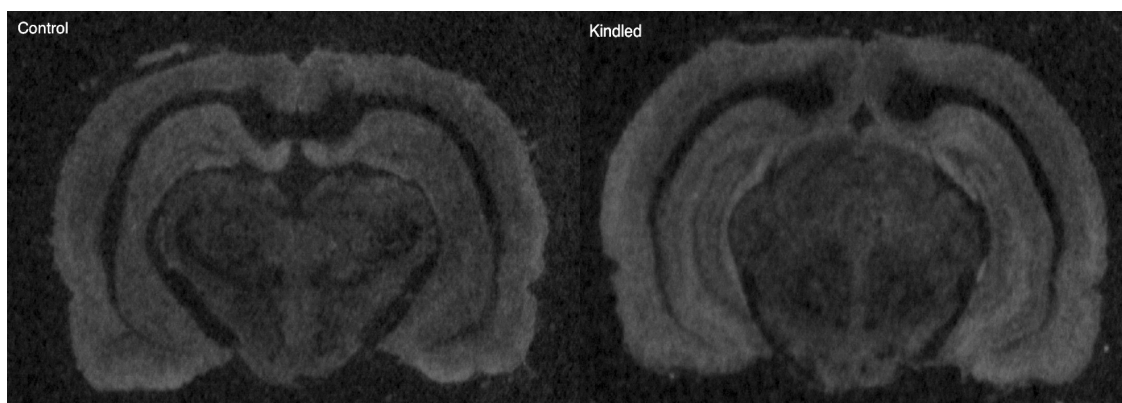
Imagen invertida de la autorradiografía de 3H-flumazenilo: Control (izquierda) y Kindling (derecha). No se observaron diferencias estadísticamente significativas entre los dos grupos experimentales.
